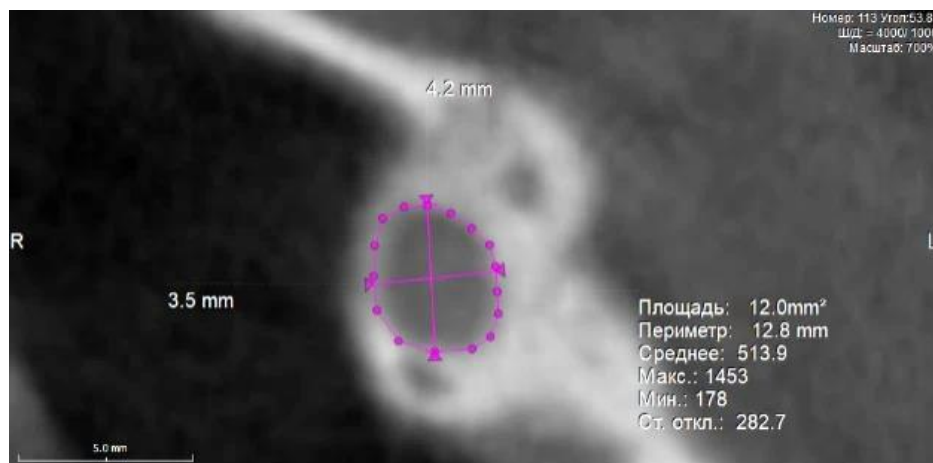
Корональный срез конусно-лучевой компьютерной томографии в проекции подглазничной области верхней челюсти.
